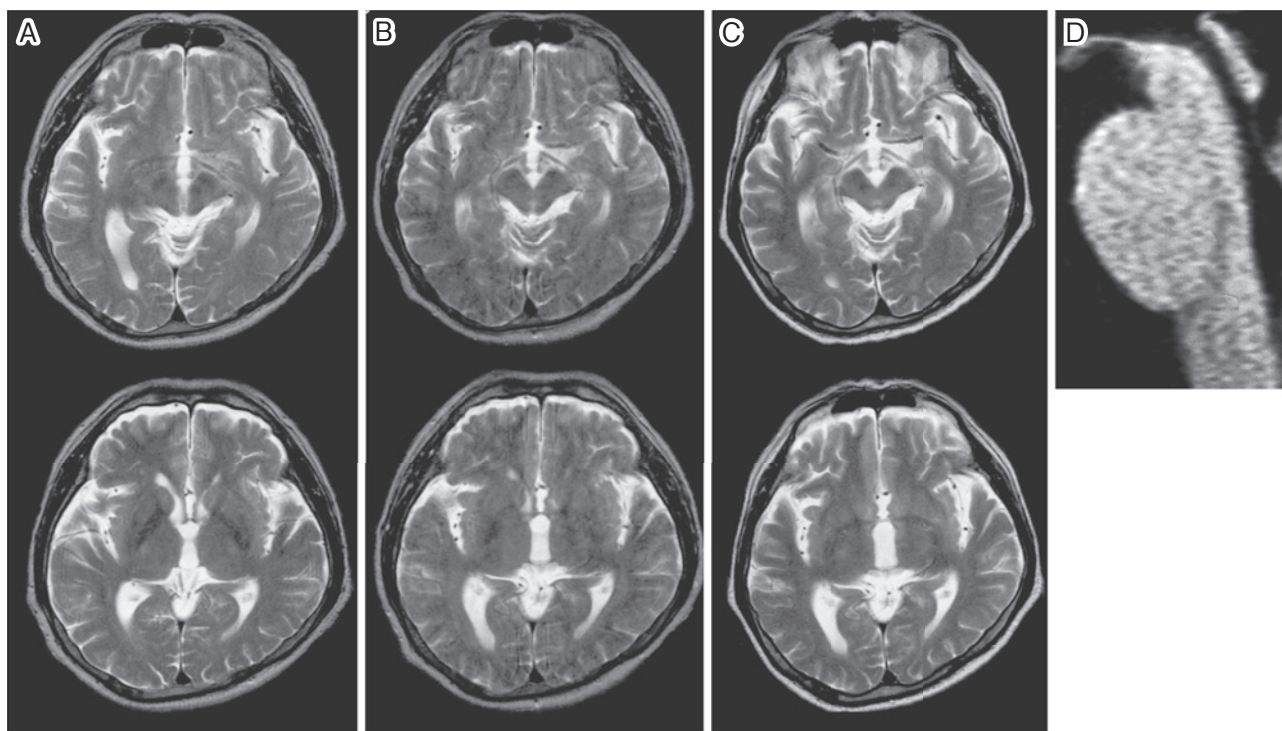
MR imaging of brain.
